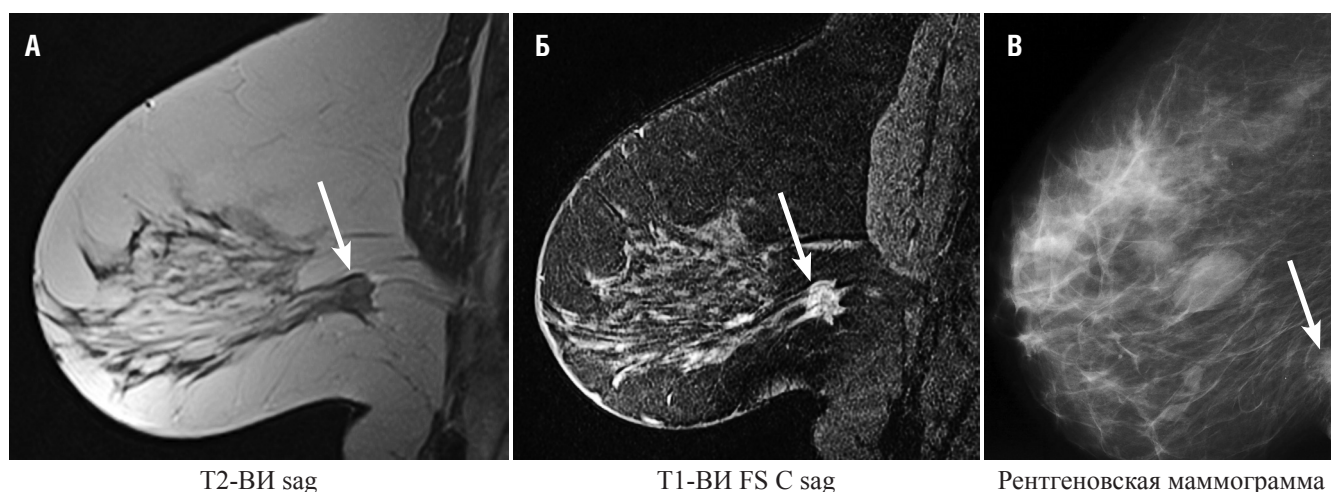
МР-маммограммы (А, Б), рентгеновская маммограмма (В) больной Б., 50 лет. Ретромаммарная фиброаденома молочной железы. На МР-маммограммах определяется овальной формы опухоль с четкими, ровными контурами, размерами 9×16 мм, изо-гипоинтенсивного МР-сигнала на Т2-ВИ (А). При динамическом контрастном усилении (Б) умеренно гетерогенно накапливает контрастное вещество в течение всего периода исследования
